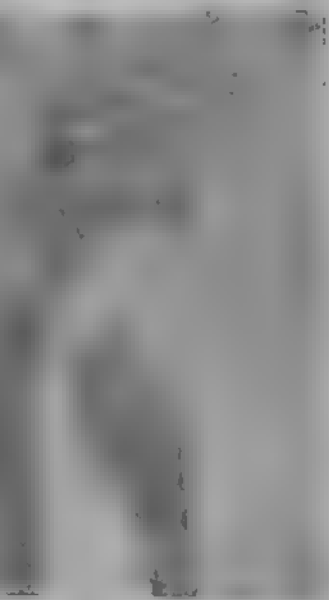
б) Рентгенограмма в росте 106 а.
